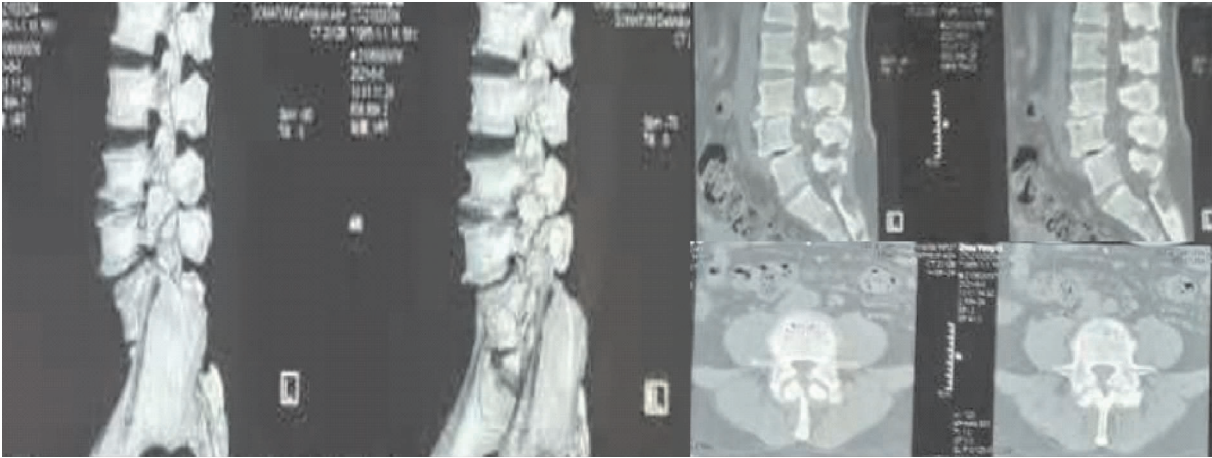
术前 CT 提示腰 4 椎体向前 1 度滑脱,腰 3/4 椎间隙狭窄,椎管狭窄
